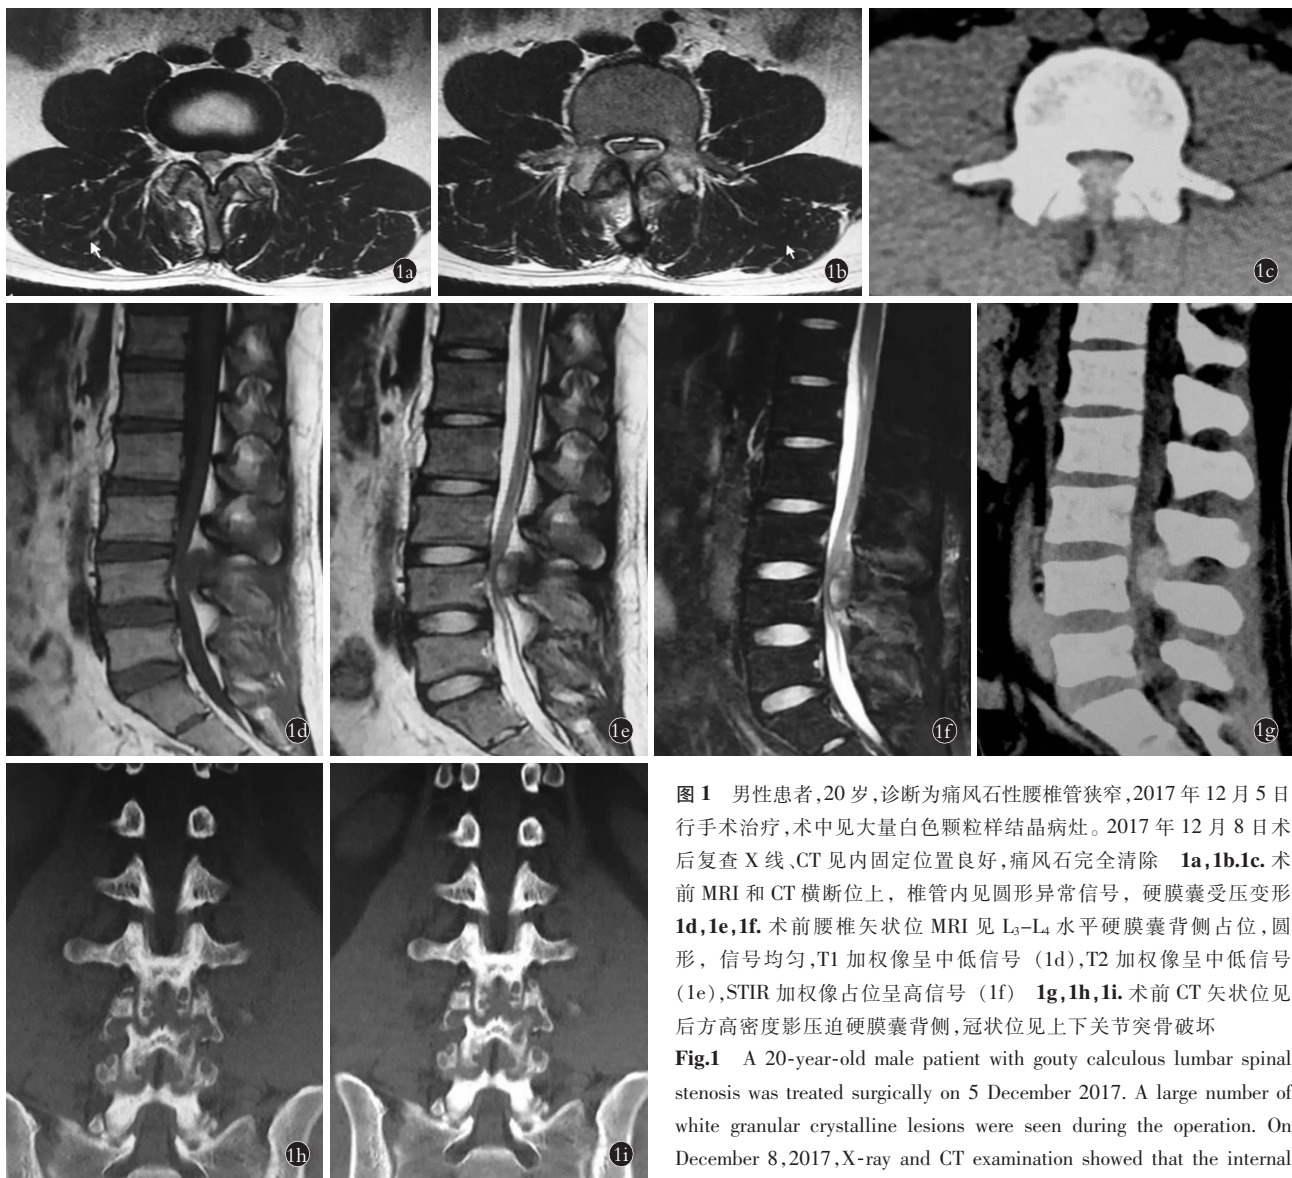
男性患者,20岁,诊断为痛风石性腰椎管狭窄,2017年12月5日行手术治疗,术中见大量白色颗粒样结晶病灶。2017年12月8日后复查X线、CT见内固定位置良好,痛风石完全清除 1a,1b,1c. 术前MRI和CT横断位上,椎管内见圆形异常信号,硬膜囊受压变形 1d,1e,1f. 术前腰椎矢状位MRI见L₃-L₄水平硬膜囊背侧占位,圆形,信号均匀,T1加权像呈中低信号(1d),T2加权像呈中低信号(1e),STIR加权像占位呈高信号(1f) 1g,1h,1i. 术前CT矢状位见后方高密度影压迫硬膜囊背侧,冠状位见上下关节突骨破坏
